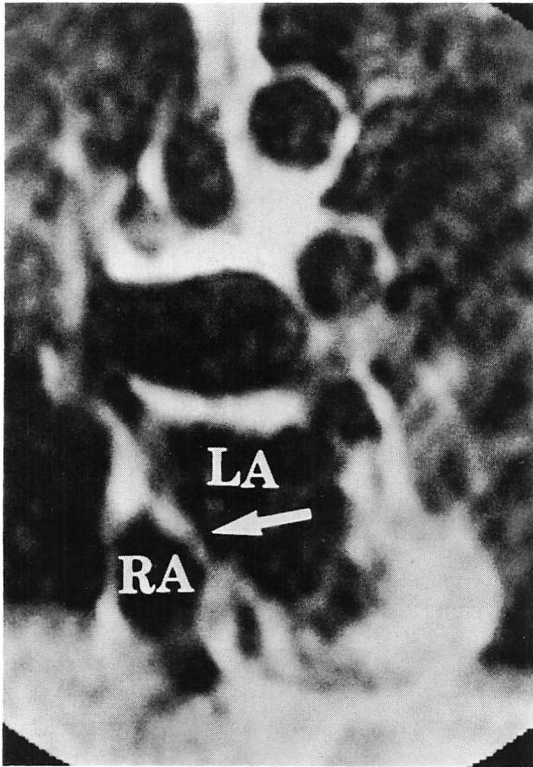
Coronal MR image in a patient with ischemic heart disease (75-year-old man: gated SE; TR = 700 msec; TE = 60 msec; end-systolic image).
